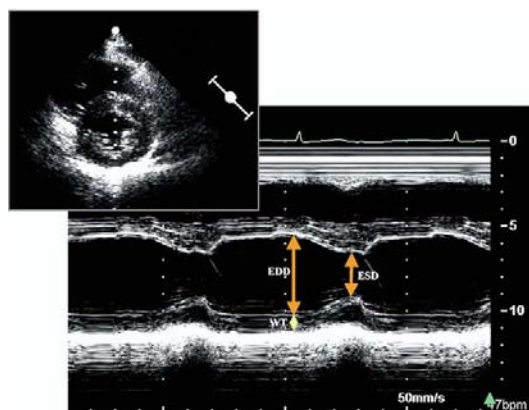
在胸骨旁短轴切面引导下, 确定M型超声取样线的最佳声束方位(左上图), 用M型超声测量左心室舒张末期内径(EDD)和收缩末期内径(ESD)。
